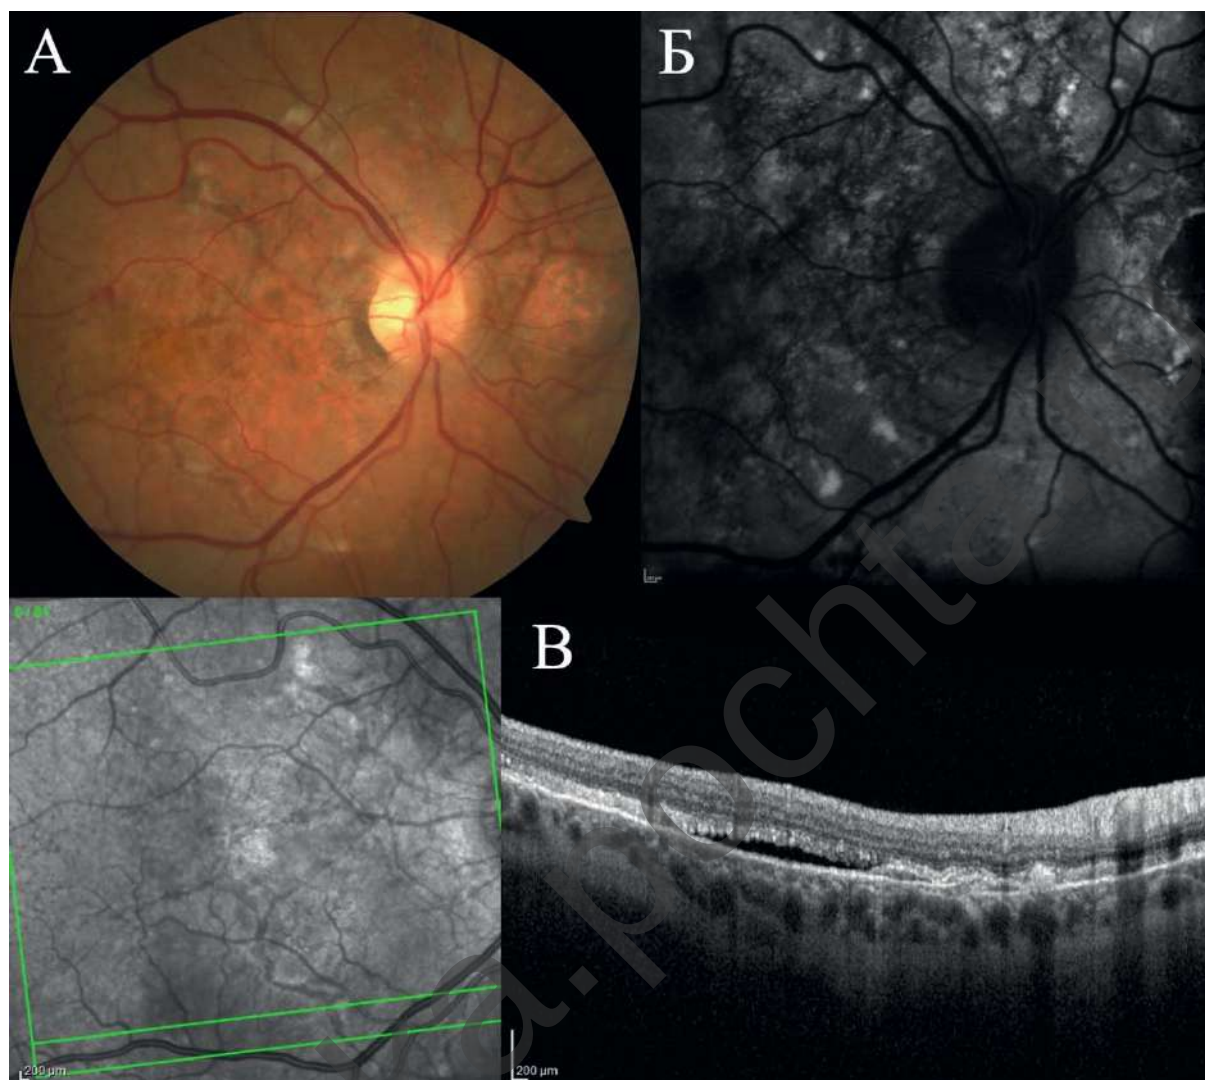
Клинический пример ангиоидных полос с отложением вителлиформных депозитов. А – фотография глазного дна: ангиоидные полосы в заднем полюсе; Б – аутофлюоресценция сетчатки: точечная аутофлюоресценция вителлиформных депозитов; В – структурная оптическая когерентная томография: ангиоидная полоса, субретиальная жидкость и вителлиформные депозиты
